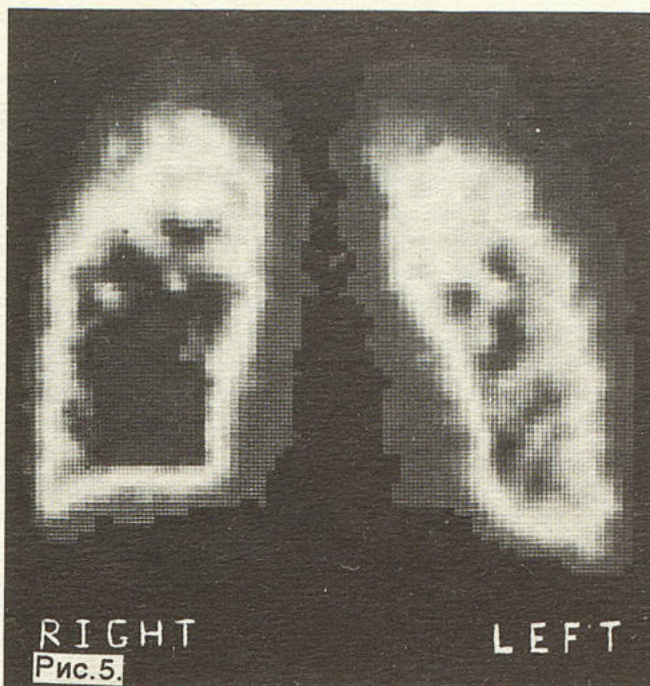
Сцинтиграмма больного с умеренными нарушениями (2-я подгруппа). Умеренное снижение капиллярного кровотока с зонами частично отсутствующей микроциркуляции.
